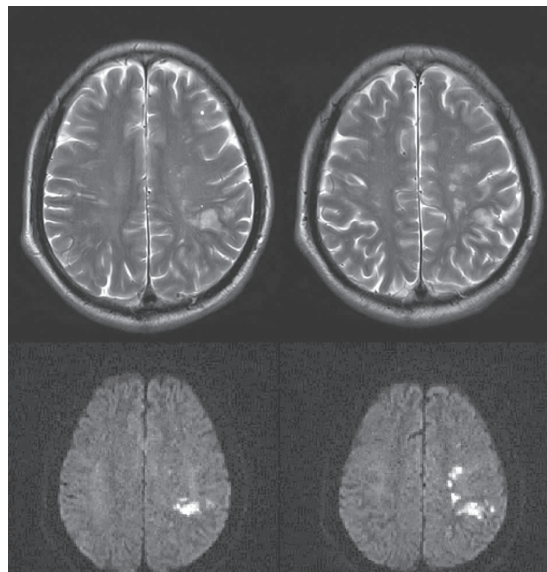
头颅MRI+DWI示左侧额叶、顶叶可见点状、小斑片状稍长 T_1 长 T_2 信号,FLAIR、DWI 均呈高信号
